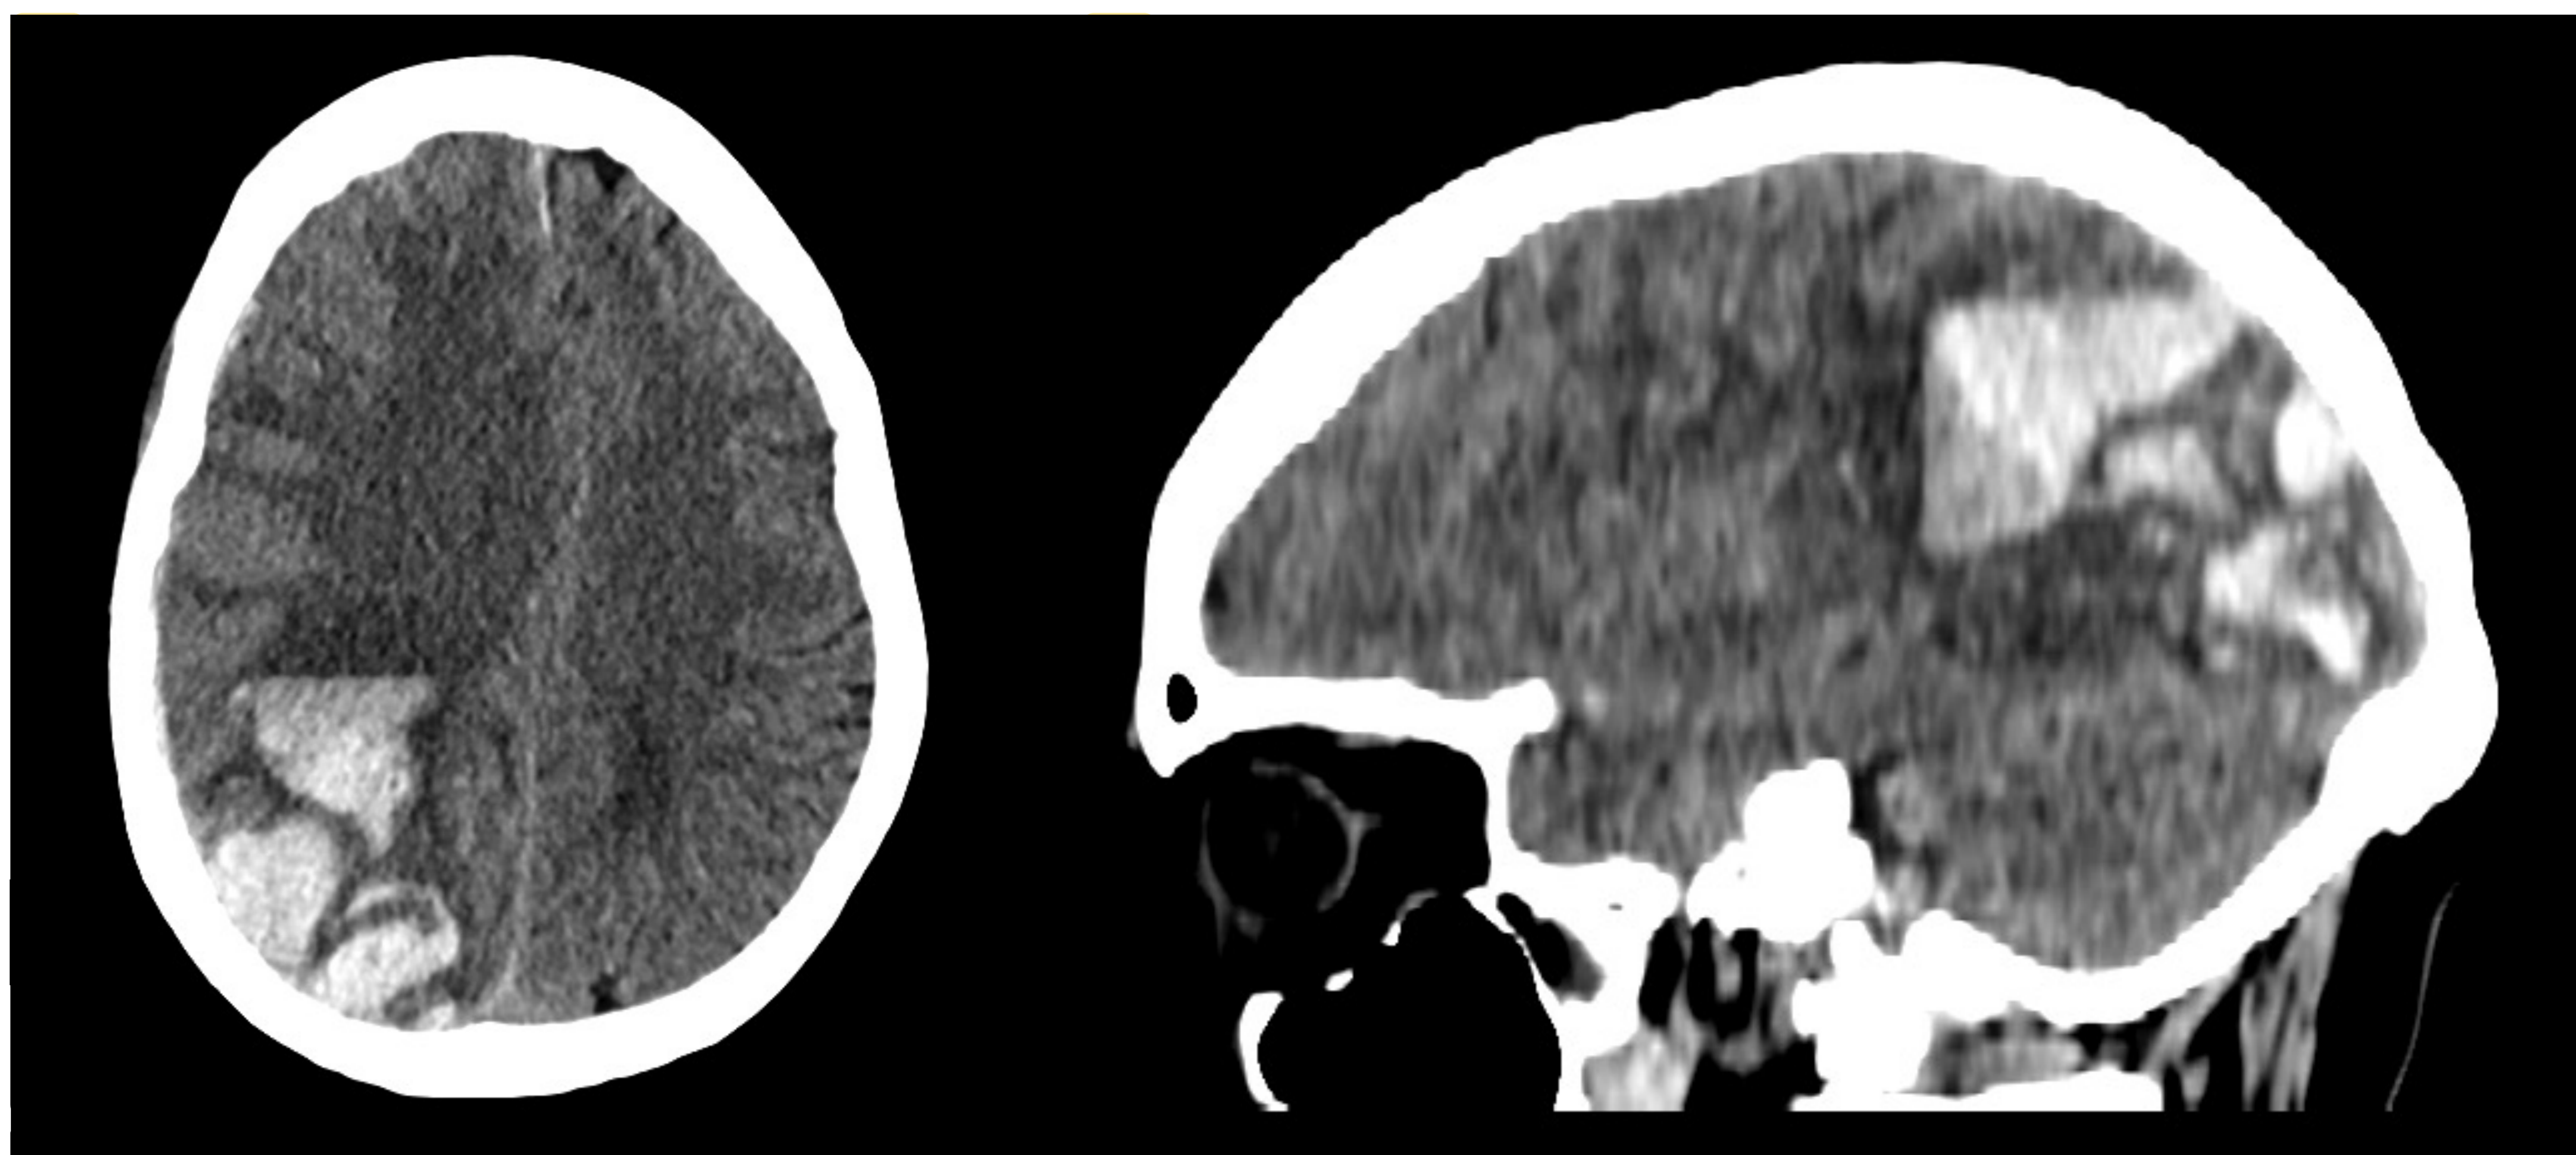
Paciente de 72 años, normotenso. TC sin contraste dónde se observa gran hematoma intraparenquimatoso centrado en región parietal izquierda, que condiciona leve efecto masa con obliteración de surcos corticales adyacentes y desplazamiento de línea media (6mm). No presenta apertura intraventricular ni signos de herniación cerebral. Hallazgos sugestivos de etiología amiloidea.
